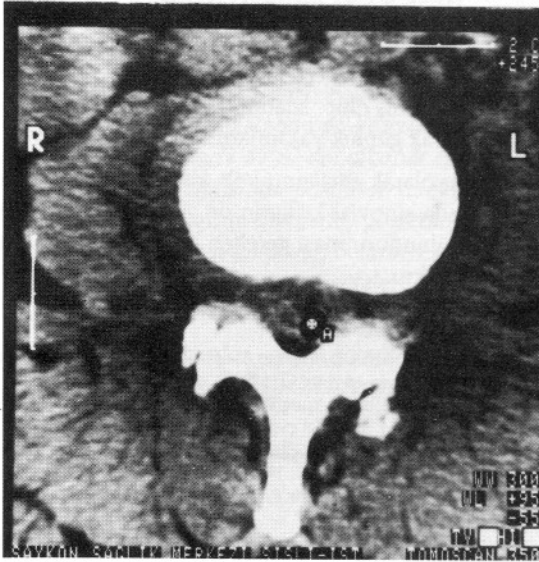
Birinci olguya ait spinal BT'de sol L3-4 forameninde lokalize 18.3 mm çapında yer kaplayıcı lezyon görülmekte.
